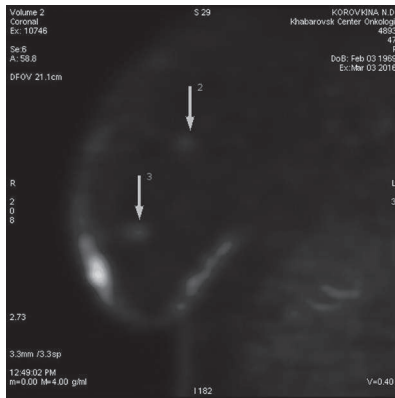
ПЭТ-исследование (сагиттальная проекция) больной Н. с накоплением ФДГ в двух опухолях правой молочной железы (отмечено стрелкой)
